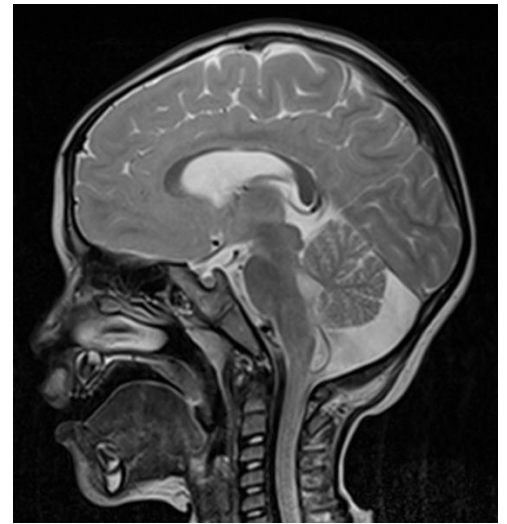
Пациент М., 1 год 1 месяц (ИБ №43297 2017 г.). Анамнез: ГИП ЦНС, недоношенность, ИВЛ. Клинический диагноз: синдром Веста, аномалия Денди-Уокера, состояние после ВПШ по поводу окклюзионной гидроцефалии. МРТ: атрофические изменения вещества головного мозга. Визуализируются выраженные атрофические изменения вещества головного мозга, расширение и углубление борозд, истончение извилин (белые стрелки). Мозолистое тело резко истончено, боковые желудочки значительно дилатированы. Гиппокампы атрофичны, височные рога боковых желудочков компенсаторно расширены. Отмечается атрофия полушарий мозжечка, червя мозжечка, выраженное расширение большой цистерны мозга – аномалия Денди-Уокера (В, Г, Е).
